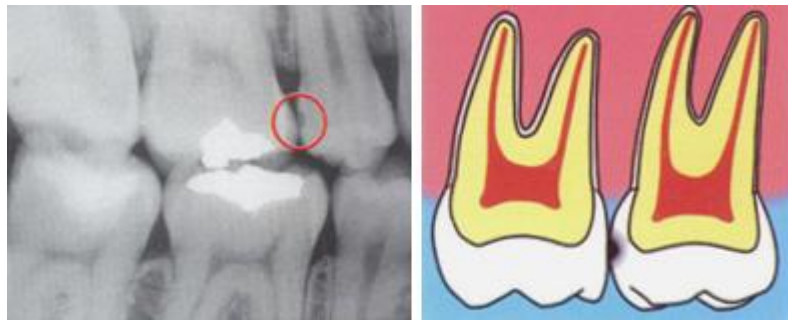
Radiografía que confirma el diagnóstico de una lesión cariosa moderada triangular.¹⁸
